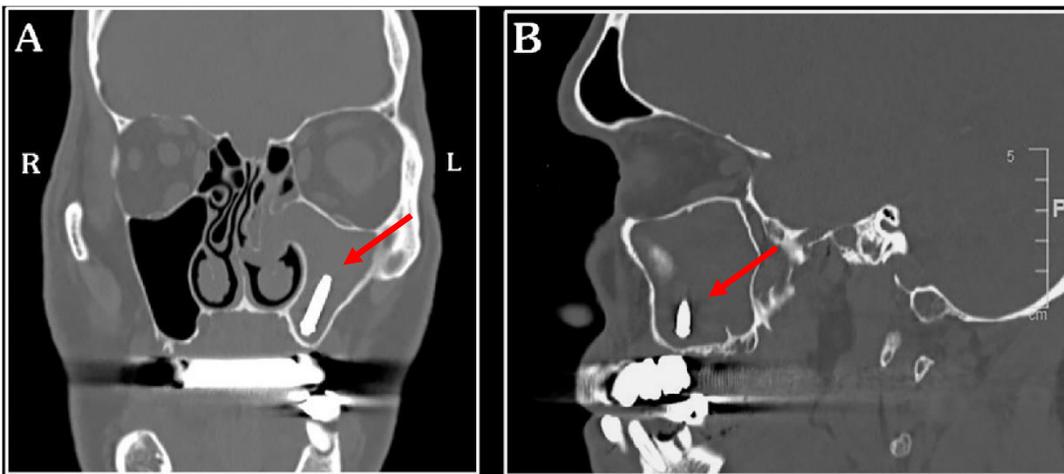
Caso 2: TC A) Vista coronal reconstruida, B) Vista parasagital reconstruida. ³¹
